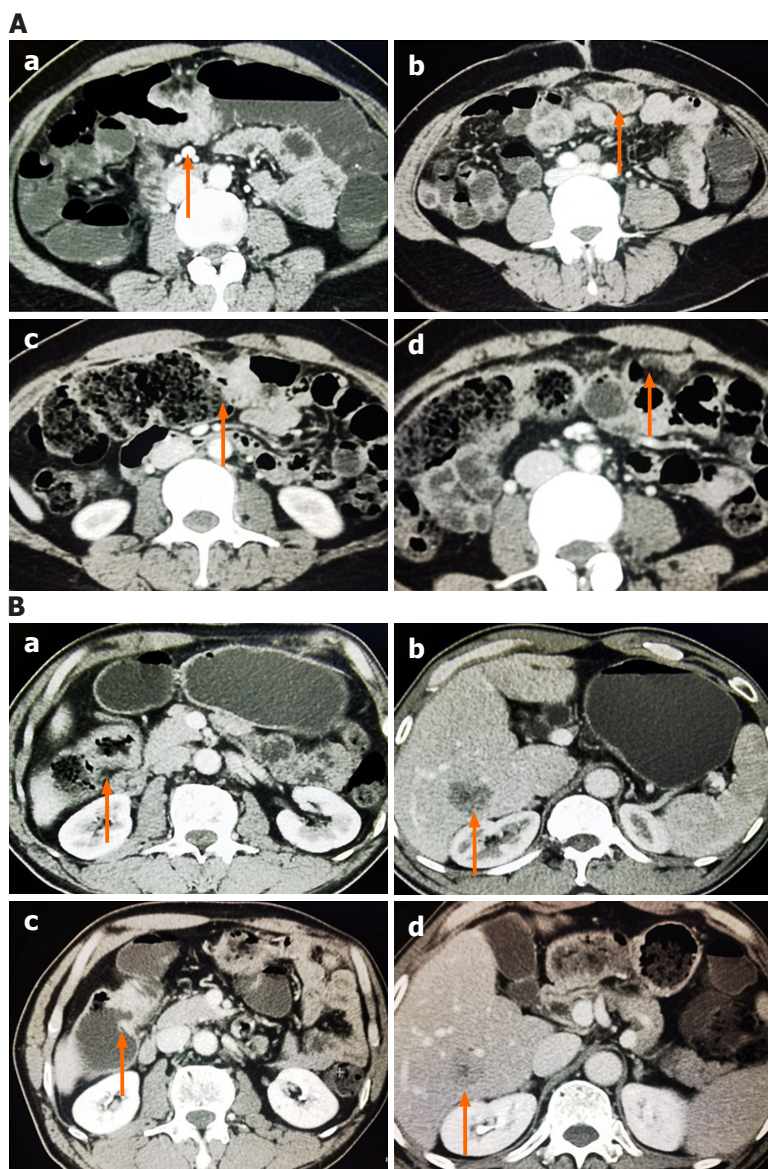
不同疗效患者治疗前后肿瘤病灶影像学。A: PR患者(横结肠癌伴腹腔、网膜转移)治疗前(a、b)、治疗2个疗程后(c、d)肿瘤病灶(箭头所示), 全腹部CT门脉期; B: SD患者(升结肠癌伴肝转移)治疗前(a、b)、治疗2个疗程后(c、d)肿瘤病灶(箭头所示), 全腹部CT门脉期。
